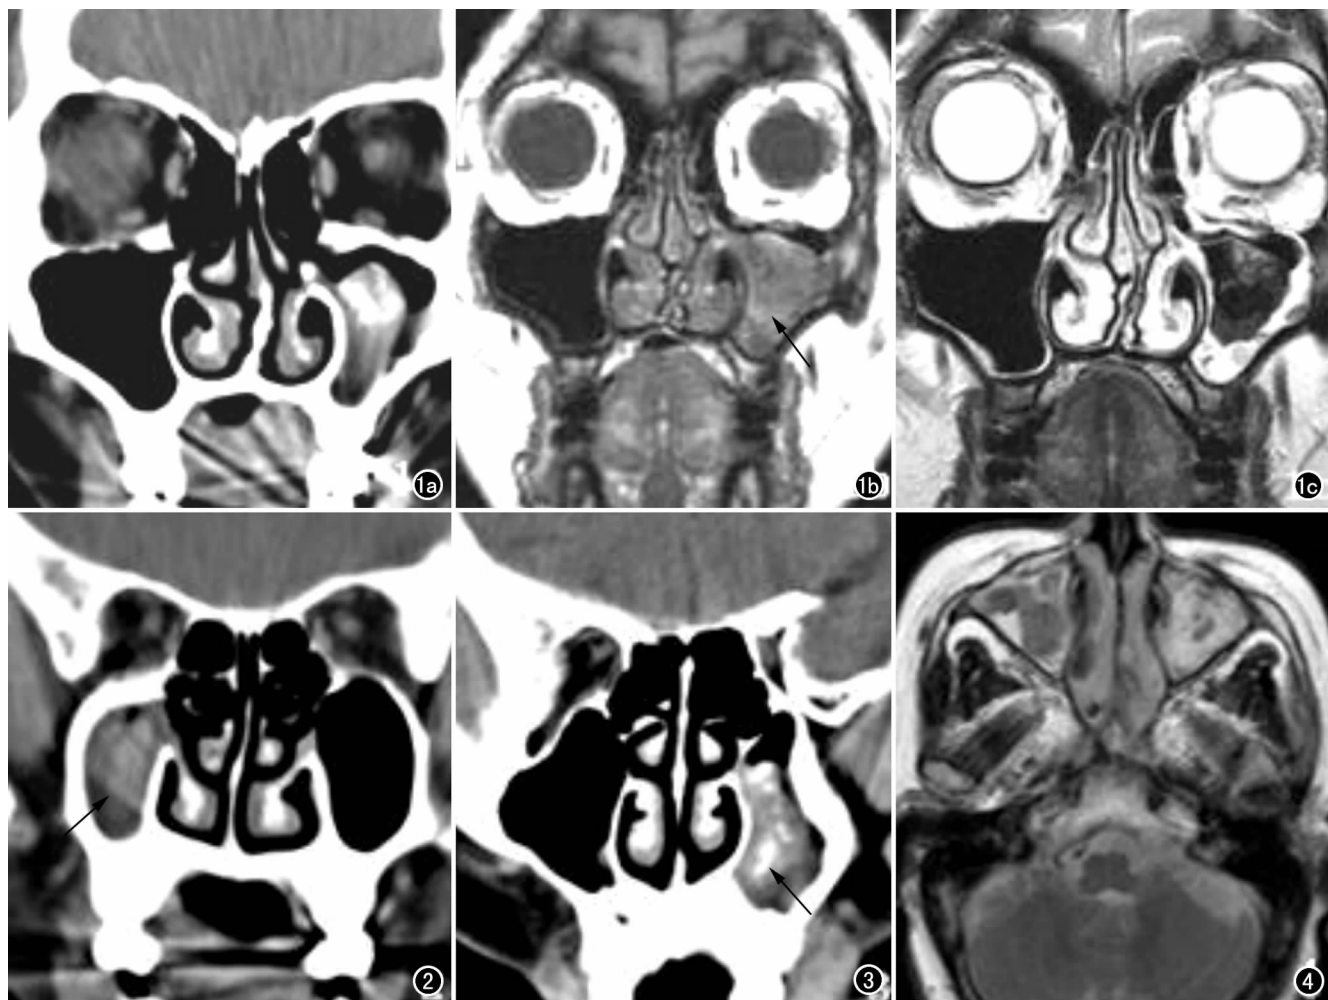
霉菌性鼻窦炎。a) CT平扫示左侧上颌窦内见软组织密度,夹杂斑片样钙化灶,窦壁增厚; b) T<sub>1</sub>WI示左侧上颌窦内见不均匀低信号充填(箭); c) T<sub>2</sub>WI示左侧上颌窦中央见不均匀低信号团块,周围窦壁黏膜增厚呈环形高信号。图2 CT平扫示右侧上颌窦内见软组织密度,夹杂斑片样高密度影(箭)。图3 CT平扫示左侧上颌窦内见软组织密度,夹杂多发点状钙化(箭);窦壁增厚、窦腔缩小。图4 T<sub>2</sub>WI示双侧上颌窦及右侧鼻腔内多发结节样低信号影,周围窦腔见高信号影充填。
